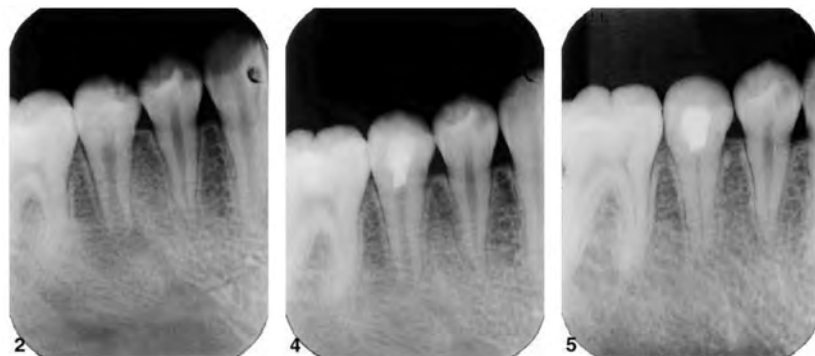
Radiographie d'une deuxième prémolaire mandibulaire gauche nécrosée avec manifestation péri-apicale (2). Radiographie post-opératoire après mise en place d'une thérapeutique de revascularisation (4). Radiographie de contrôle à 30 mois (5). Un épaissement des parois radiculaires est observable avec une fermeture apicale. La lésion péri-apicale n'est plus visible (53).
